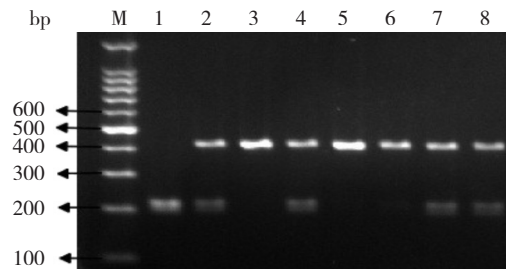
1722 位点酶切产物电泳图 M 为 DNA Ladder, 3、5、6 泳道为 TT 型, 2、4、7、8 泳道为 TC 型, 1 泳道为 CC 型。
